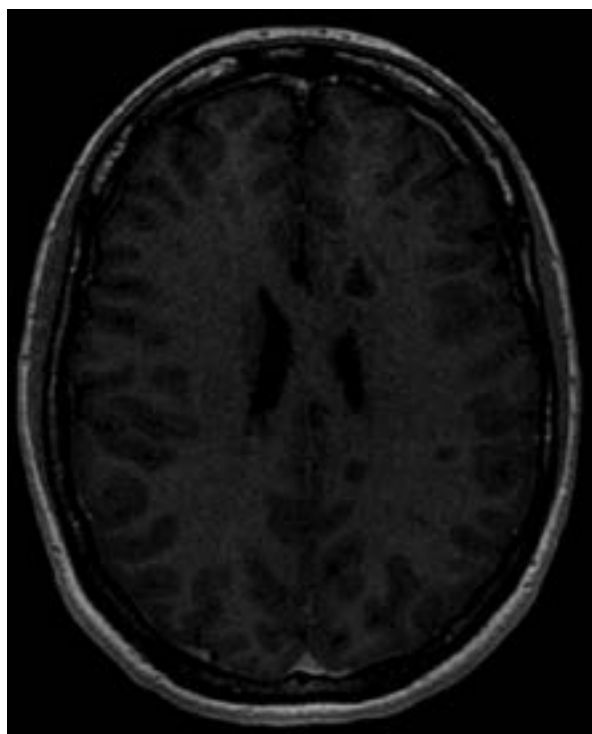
Obraz MRI mózgowia, sekwencja T1+CM, maj 2019 roku – nieliczne zmiany Gd(+) [przypadek nr 13]
